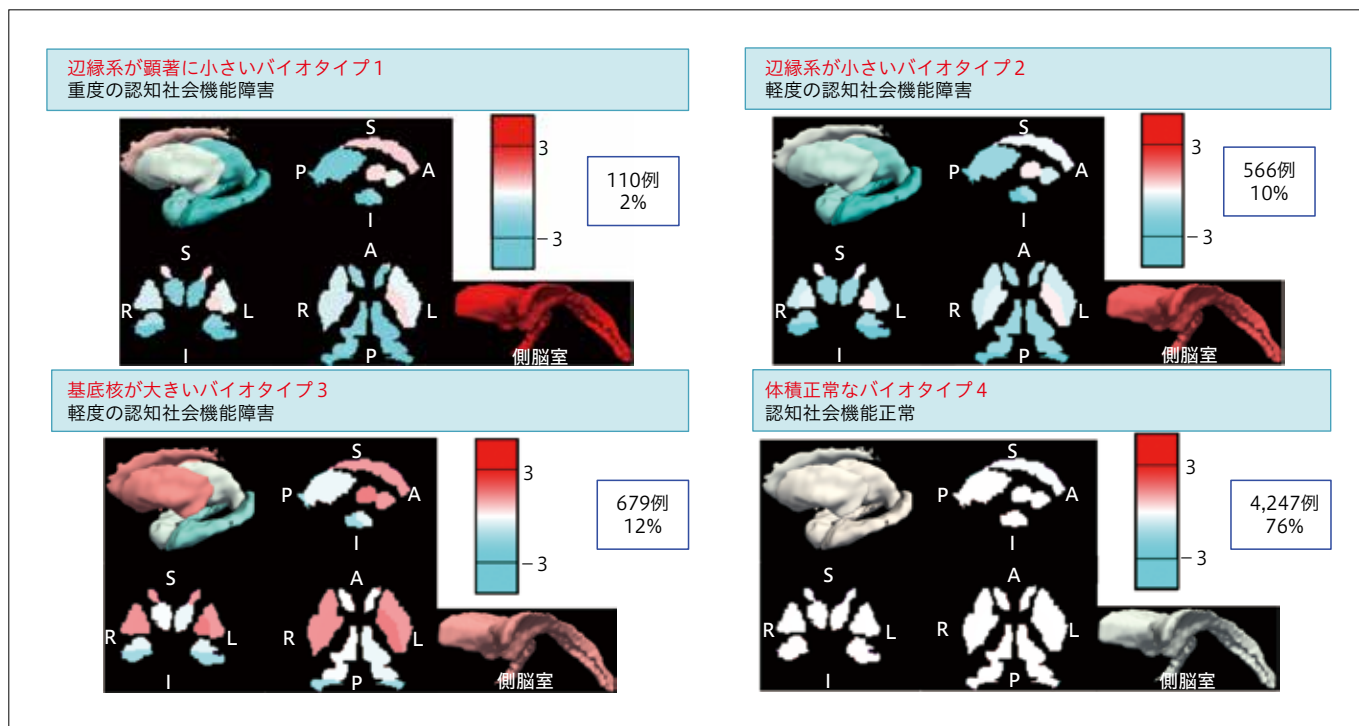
MRIデータ駆動型解析に基づく認知社会機能と関連するバイオタイプ分類
